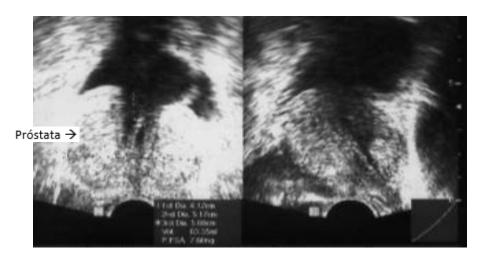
Ecosonograma transrectal pre-inyección de etanol.
